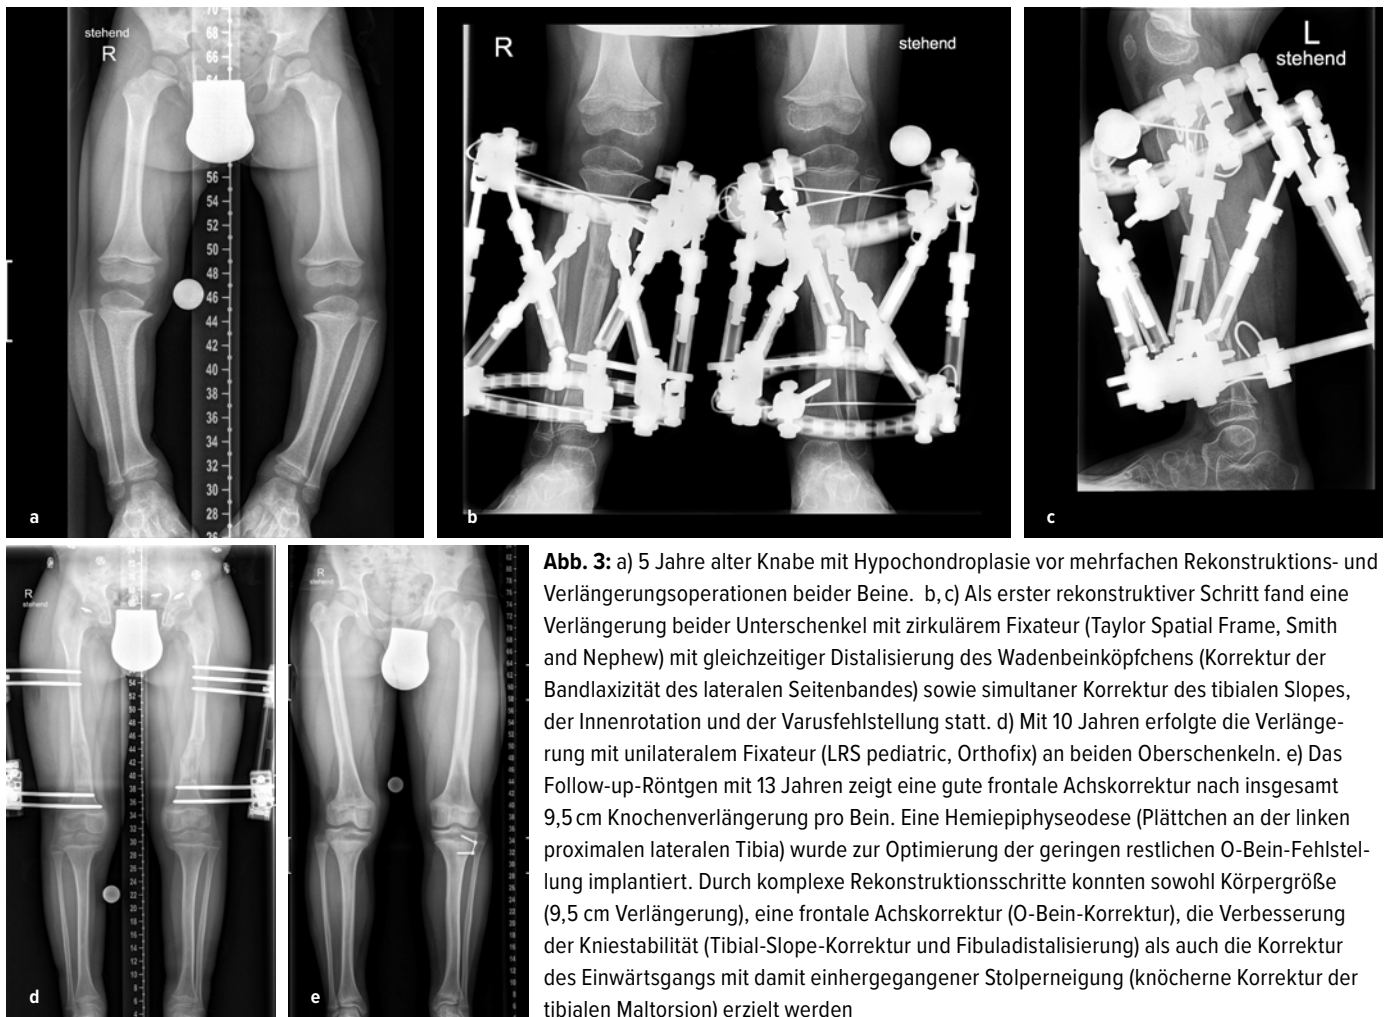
a) 5 Jahre alter Knabe mit Hypochondroplasie vor mehrfachen Rekonstruktions- und Verlängerungsoperationen beider Beine. b, c) Als erster rekonstruktiver Schritt fand eine Verlängerung beider Unterschenkel mit zirkulärem Fixateur (Taylor Spatial Frame, Smith and Nephew) mit gleichzeitiger Distalisierung des Wadenbeinköpfchens (Korrektur der Bandlaxizität des lateralen Seitenbandes) sowie simultaner Korrektur des tibialen Slopes, der Innenrotation und der Varusfehlstellung statt. d) Mit 10 Jahren erfolgte die Verlängerung mit unilateralem Fixateur (LRS pediatric, Orthofix) an beiden Oberschenkeln. e) Das Follow-up-Röntgen mit 13 Jahren zeigt eine gute frontale Achskorrektur nach insgesamt 9,5 cm Knochenverlängerung pro Bein. Eine Hemiepiphysese (Plättchen an der linken proximalen lateralen Tibia) wurde zur Optimierung der geringen restlichen O-Bein-Fehlstellung implantiert. Durch komplexe Rekonstruktionsschritte konnten sowohl Körpergröße (9,5 cm Verlängerung), eine frontale Achskorrektur (O-Bein-Korrektur), die Verbesserung der Kniestabilität (Tibial-Slope-Korrektur und Fibuladistalisierung) als auch die Korrektur des Einwärtgangs mit damit einhergegangener Stolperneigung (knöcherner Korrektur der tibialen Maltorsion) erzielt werden
